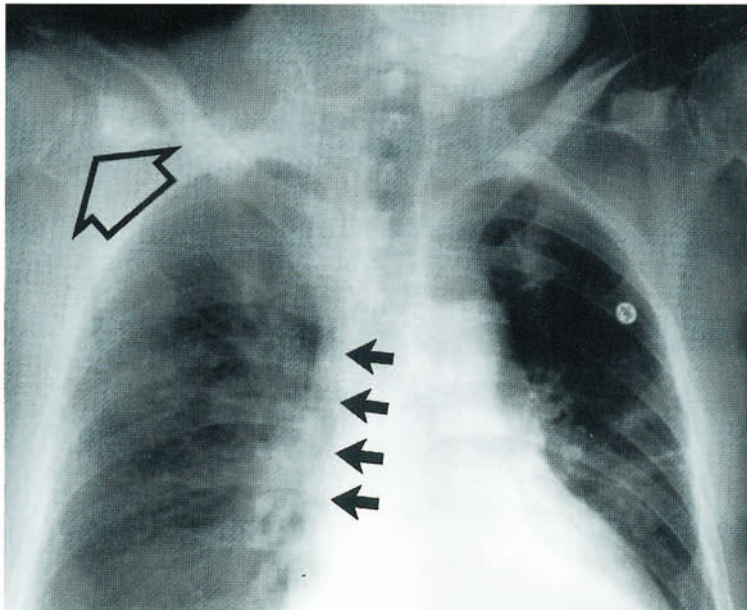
Kippeffekt. Dieses konventionelle Thoraxröntgen verdeutlicht den durch das Kassettenraster verursachten Kippeffekt. Der homogen verdichtete rechte Hemithorax (*schwarze Pfeile*) könnte einen Pleuraerguß vortäuschen. Erst die ebenfalls verdichtet erscheinenden Weichteile rechts (*offener Pfeil*) erweisen die Verdichtung als technisches Artefakt
